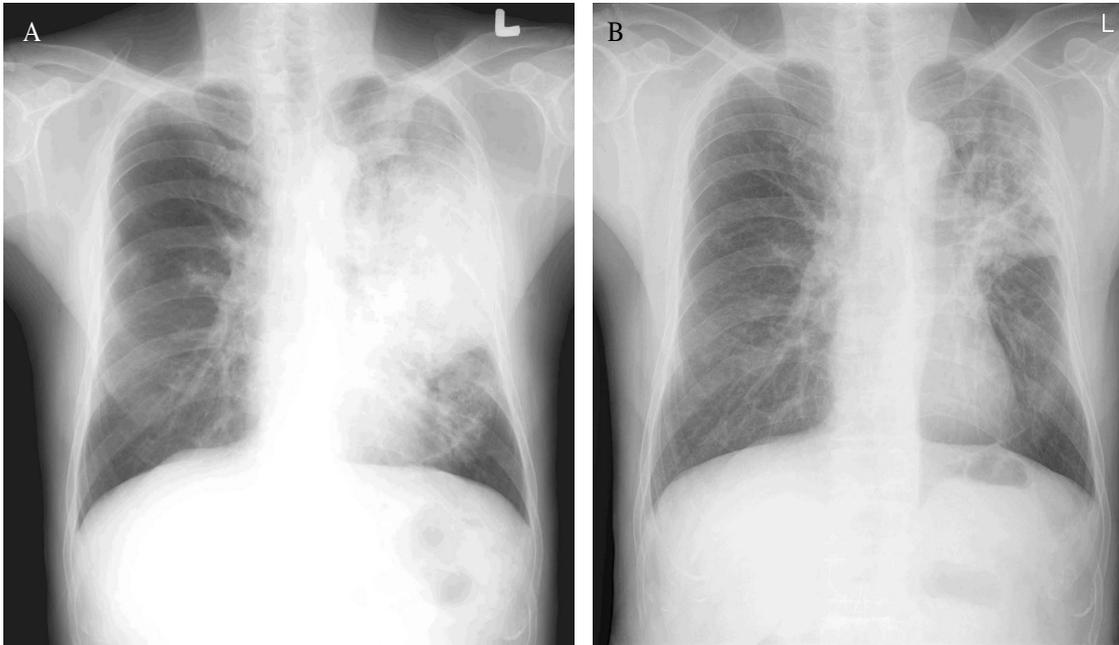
Simple X-ray findings in a patient with pulmonary cryptococcosis. (A) Chest PA shows a large patchy air-space consolidation in left upper lobe. (B) Chest PA after six months reveals marked decrease in extent of air-space consolidation in left upper lobe and left major fissure has moved upwardly.
